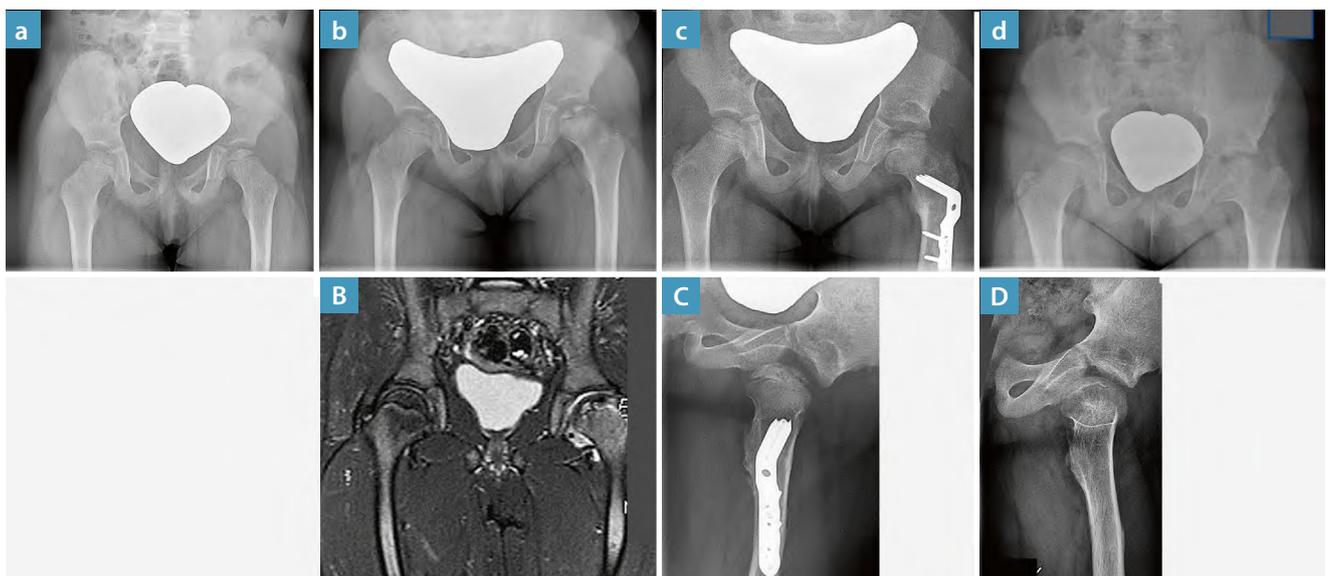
Morbus Perthes links im Kondensationsstadium bei fünfjährigem Mädchen (a). Mit sechs Jahren Fragmentationsstadium mit beginnender Dezentrierung (b), bestätigt im MRT (B). Containmentverbesserung durch Beckenosteotomie und proximale Varisations- und Verkürzungsosteotomie (a. p. c; lateral C). Endstadium mit acht Jahren (d; D) nach Metallentfernung mit guter kongruenter Situation, aber Schenkelhalsverkürzung und Hüftkopfvergrößerung.
